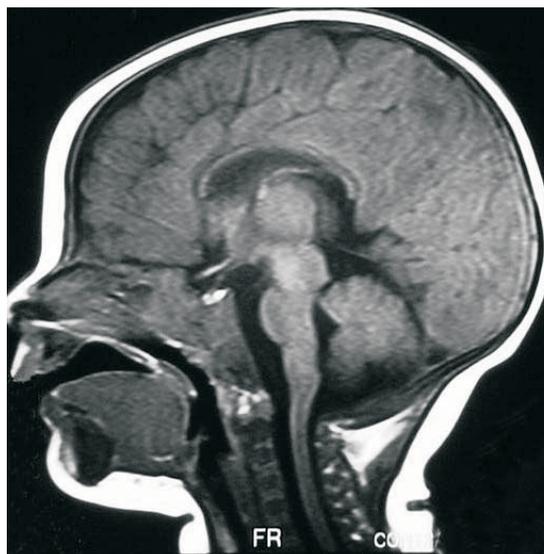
RMN cerebral. Corte sagital en T1 que muestra atrofia cerebral e hipoplasia del cuerpo calloso.
